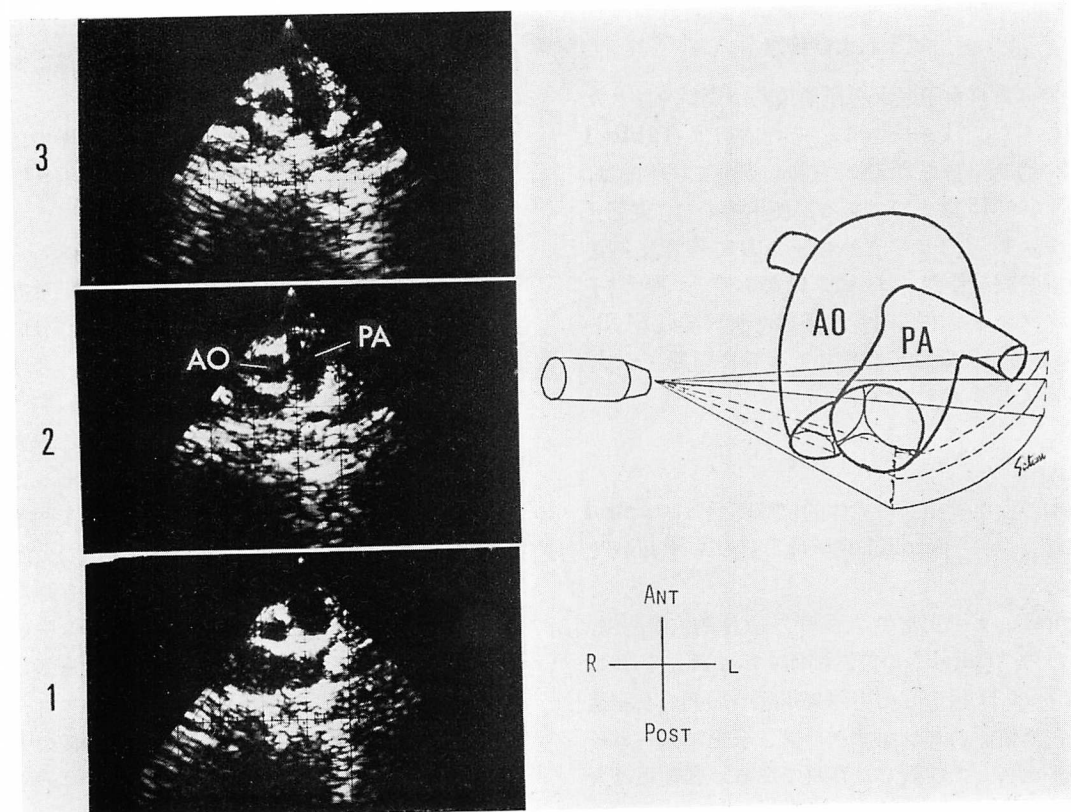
Two-dimensional echocardiographic findings of spiral interrelationship between the great arteries.
